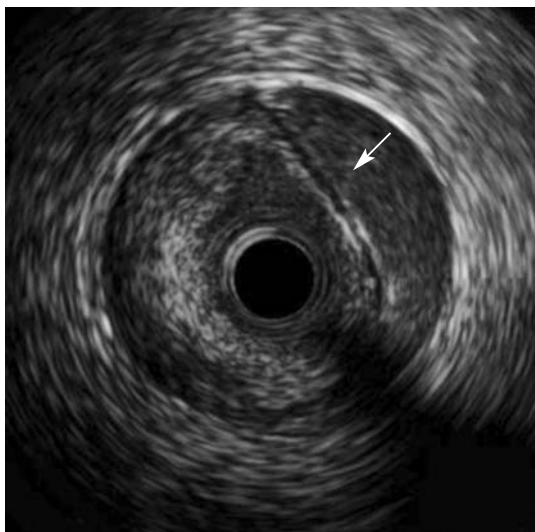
Датчик ВСУЗИ заведен в истинный просвет диссекции (стрелкой обозначен кровоток в ложном просвете)
